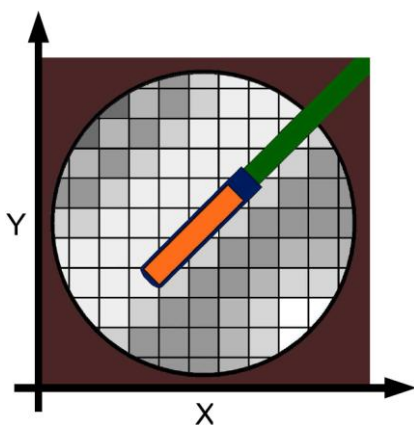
Combinação hipotética de uma geometria de voxel (obtida de uma imagem de TC) com uma geometria quadrática (fonte de braquiterapia). Figura retirada de *Soler*⁵⁸.
